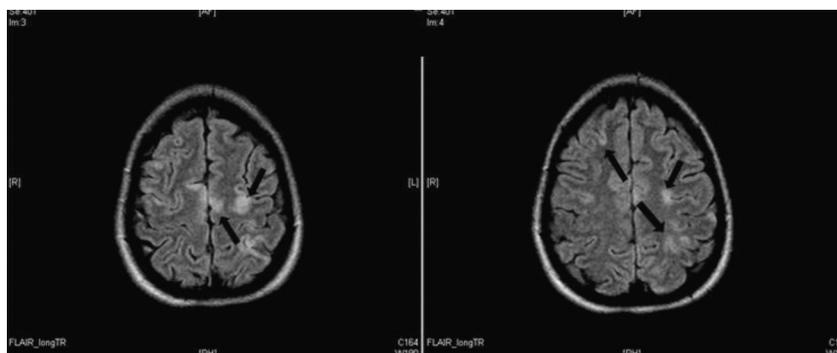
RMN: embolismos aéreos con daño isquémico secundario (flechas).
